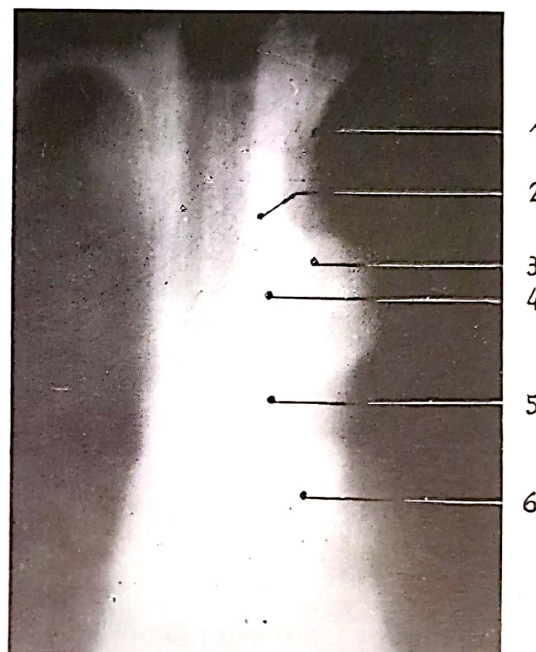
Vena cavă superioară (tomografie): 1, vena cava superior – segmentul supraazygos; 2, confluența venei azygos cu v. cavă superioară; 3, v. cavă superioară – segmentul infraazygos; 4, atrium dextrum.
